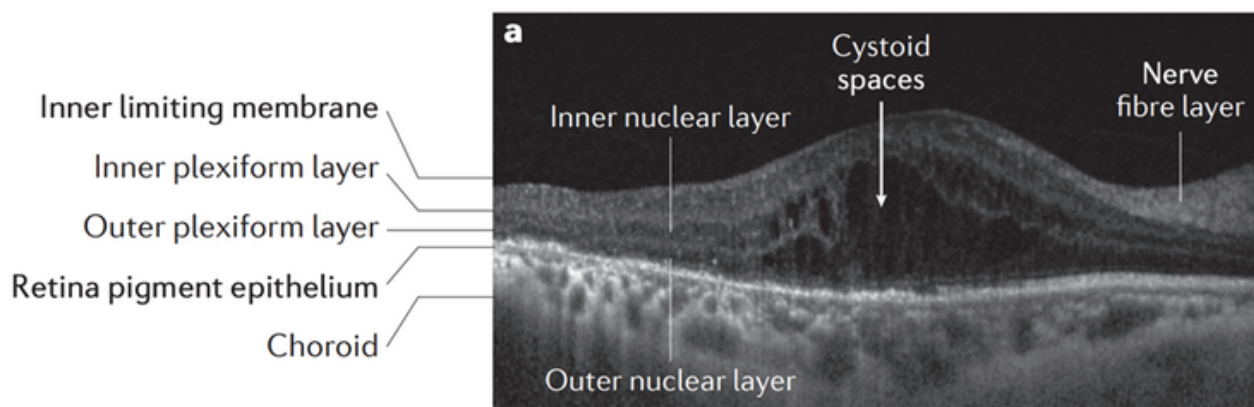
O EMD pode se apresentar na Tomografia de Coerência Óptica (OCT) através do acúmulo de líquido em espaço cistoide na fóvea.
